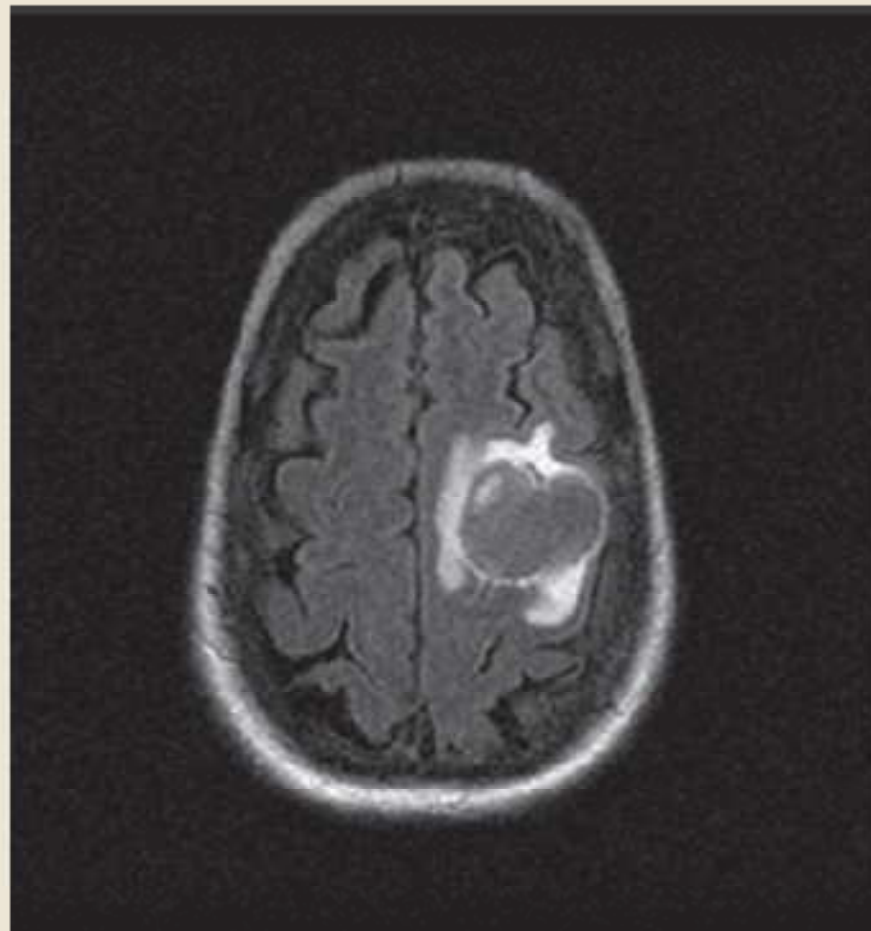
MCL Patient with Left Frontal Lobe Mass In MRI. PET Showing a Large Focus Left Frontoparietal Region of Brain
